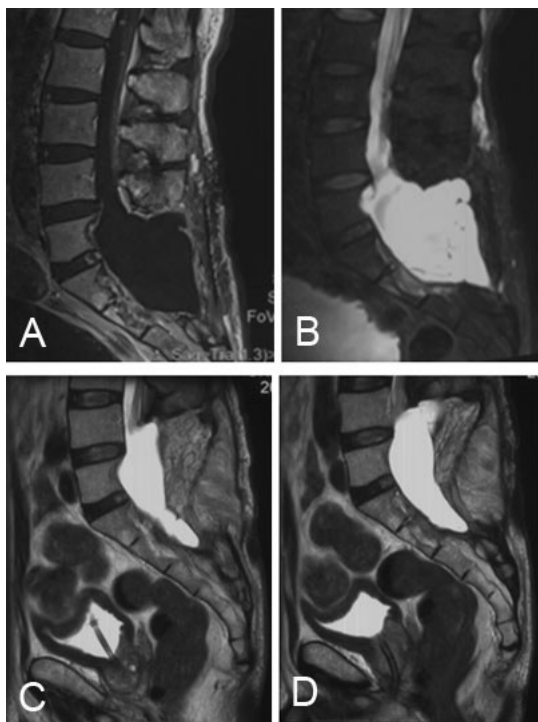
腰椎神经鞘瘤术后脑脊液漏臀大肌肌瓣治疗前后 MRI
